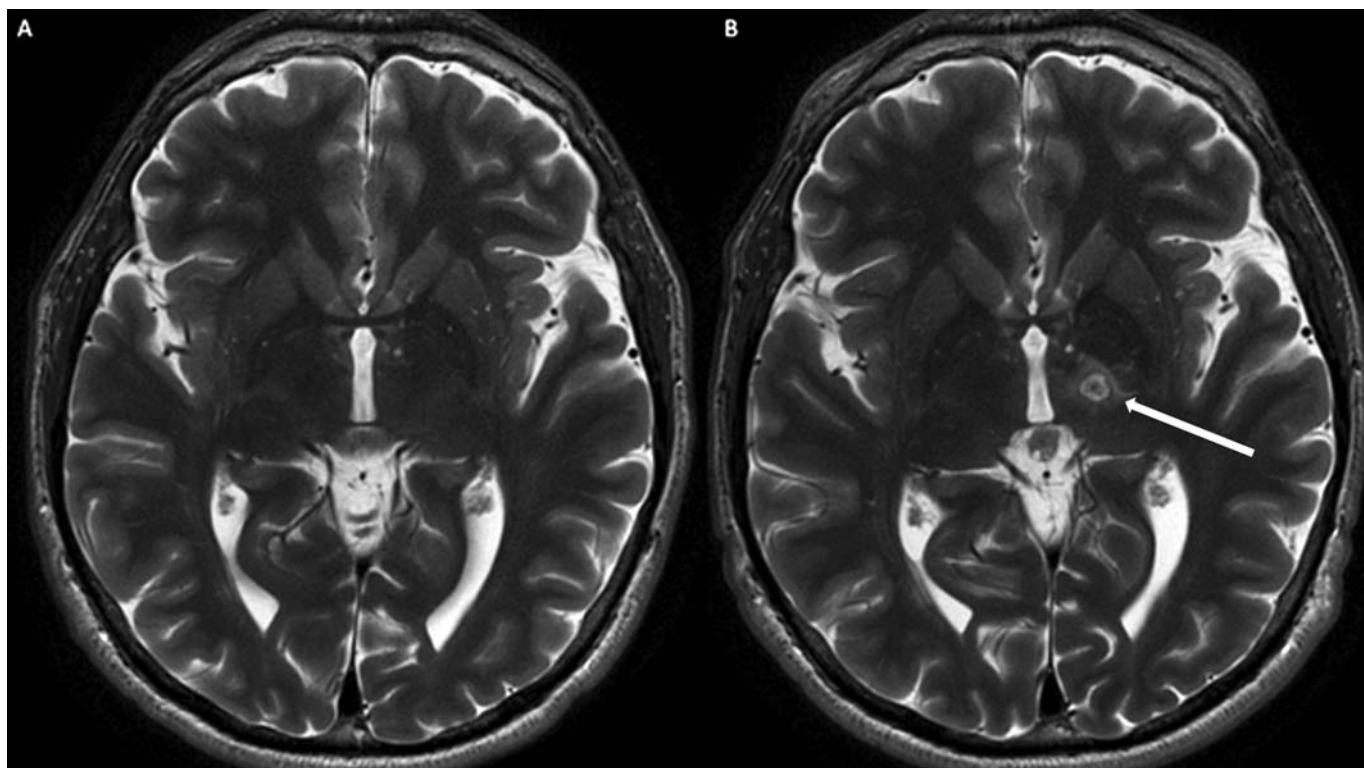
МРТ головного мозга до операции (А), сразу после операции (В). Т2-взвешанное изображение, аксиальный срез. Визуализируется очаг деструкции (стрелка) с перифокальным отеком в области левого зрительного бугра
